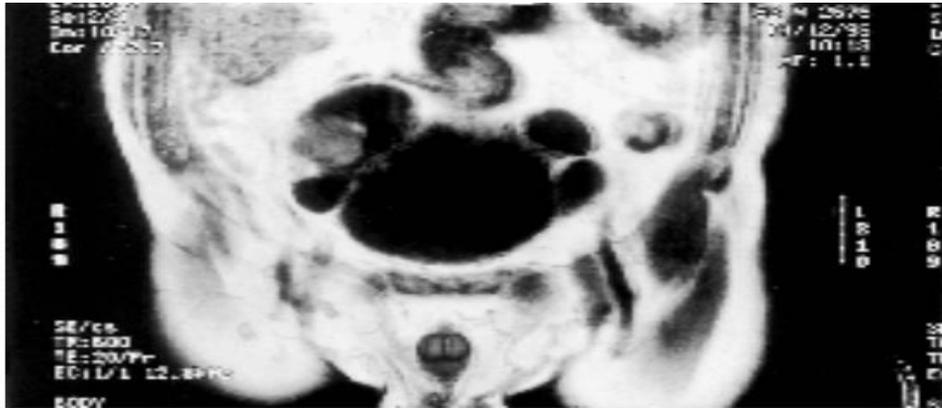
IRM : une tumeur de vessie intra-diverticulaire. [78]
